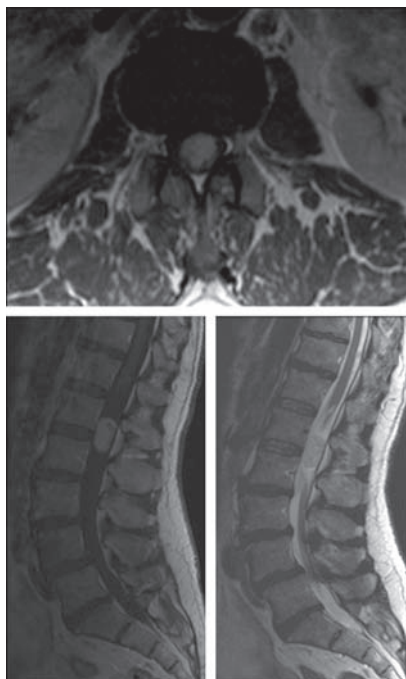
RMN de columna lumbar. Secuencias potenciadas en T1 y T2. Cortes coronales y sagitales. Estenosis canal lumbar degenerativa y tumoración intradural compatible con Schwannoma.
